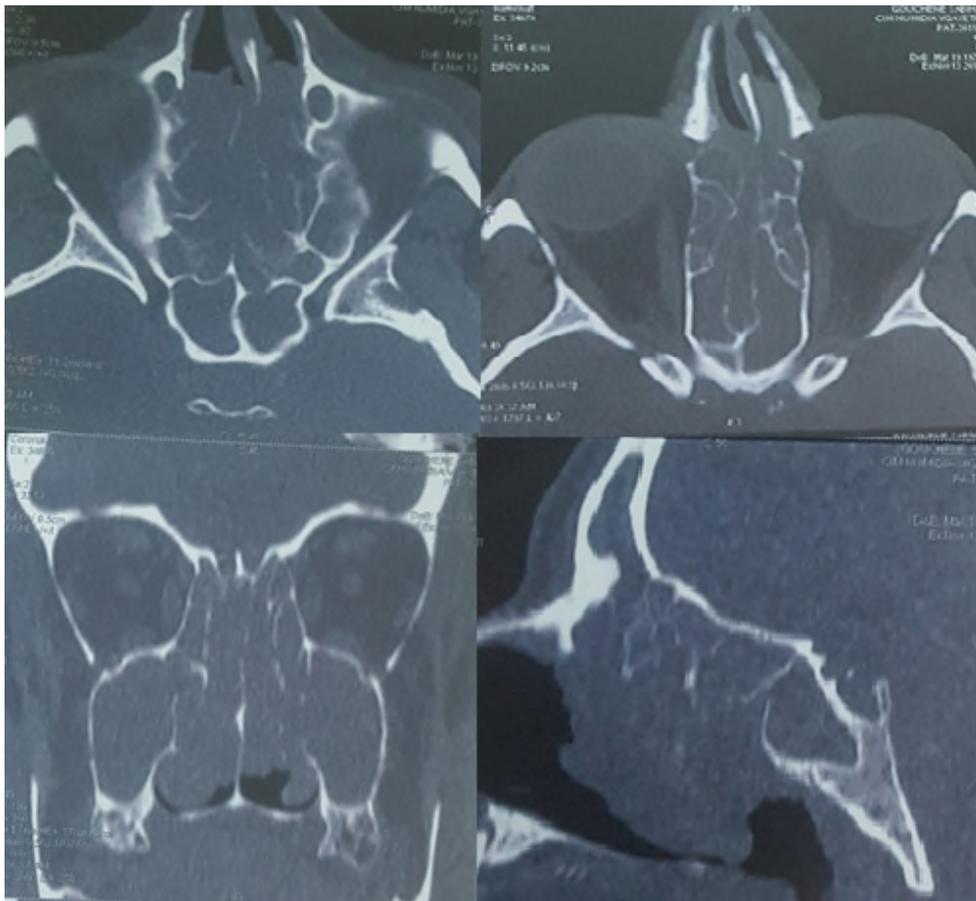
TDM nasosinusienne pour une PNS.
